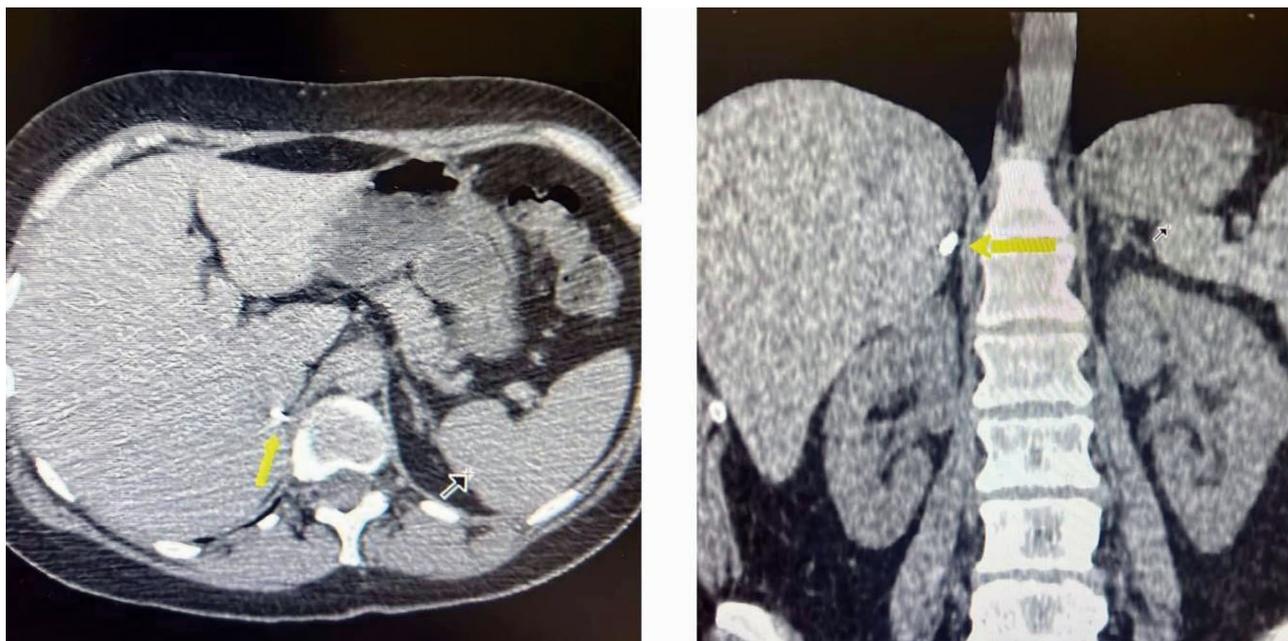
КТ-визуализация после оперативного лечения
